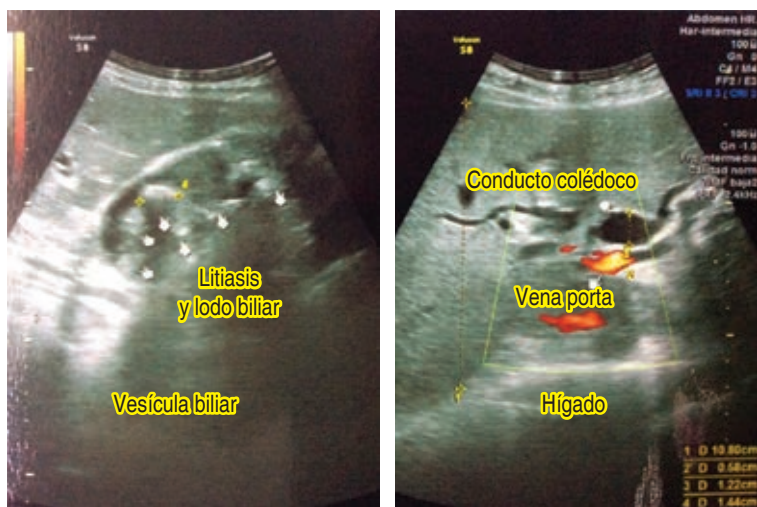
Ultrasonido de hígado y vías biliares que demuestra dilatación de los conductos hepáticos y biliares. Vesícula biliar con múltiples litos, así como lodo biliar con colédoco de 12 mm de diámetro.
